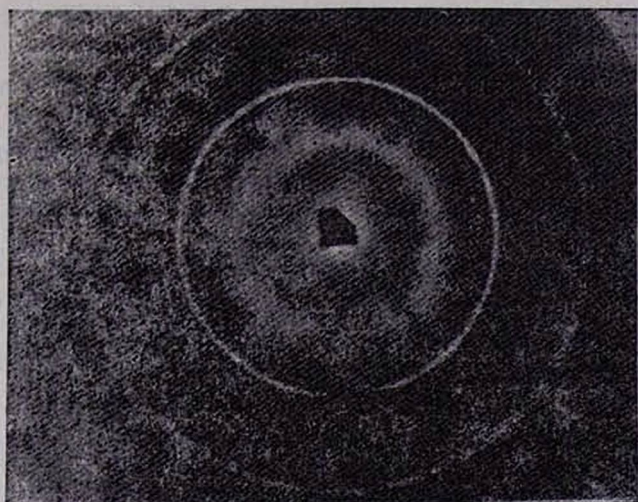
Рентгеновская дифракционная картина фосфолипидов мембран эритроцитов, выделенных из крови больного ИБС, прошедшего полный курс УЗ-терапии.
